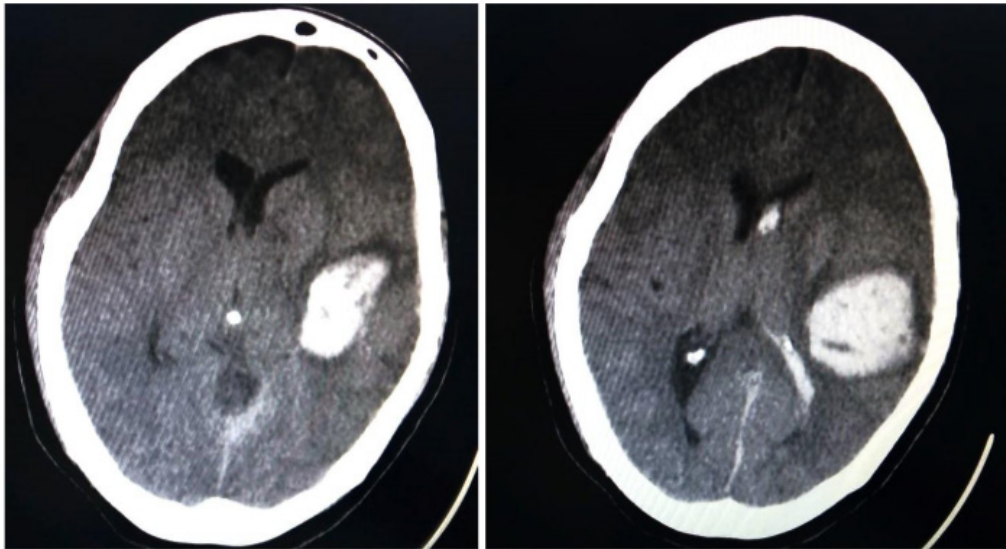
Tomografía axial de cráneo con ventana ósea.
